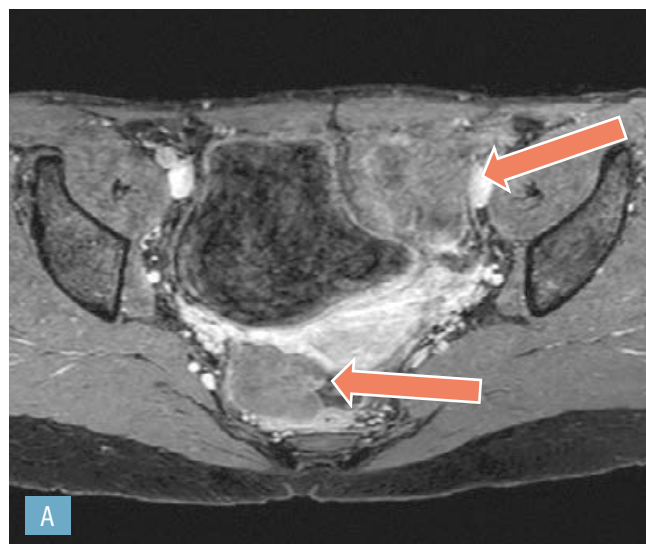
MRI, 3 months after starting crizotinib
